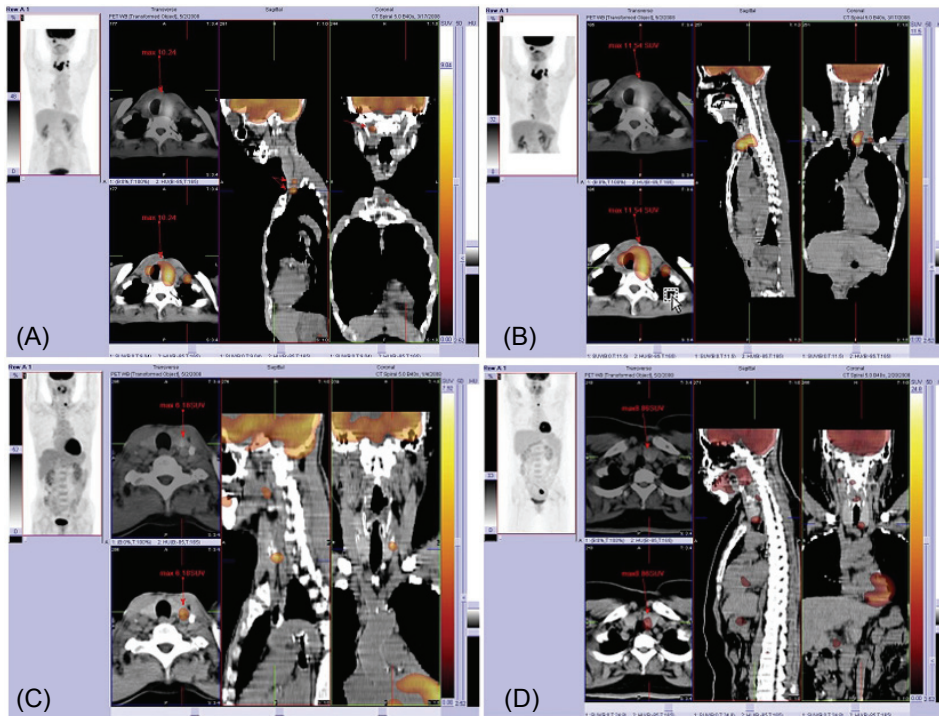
(A) It is the SUV_{max} 10.24 of diagnosed patient that Thyroid Malignant in PET/CT image (1 hr). (B) It is the SUV_{max} 11.54 of the same patient and delay image (2 hr). (C, D) It is PET/CT image 2 patient who diagnosed papillary carcinoma.
